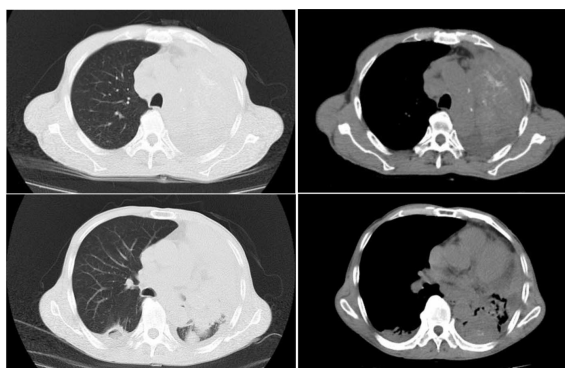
2024-06-24 Chest CT scan: 1. Mass in the left upper lobe of the lung (11.5 cm × 7.2 cm × 11.2 cm), suggestive of peripheral lung cancer, with multiple metastases in the left lower lobe (3.8 cm × 4.4 cm), and metastases to both pulmonary hilar and mediastinal lymph nodes; obstructive inflammation in the left lower lobe. 2. Inflammation in the basal segment of the right lower lobe, to be evaluated for metastatic tumor and fungal infection. 3. Thickening of the right lower pleura; small pleural effusions on both sides.
